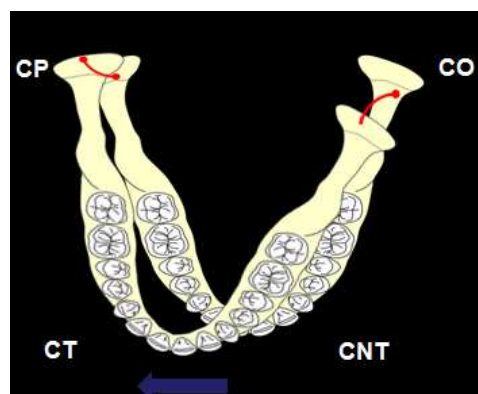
Mouvement de diduction droite : le côté droit homolatéral a la direction du mouvement est dit travaillant(CT), il porte le condyle pivotant(CP), le côté gauche controlatéral est dit non travaillant(CNT), il porte le condyle orbitant.
